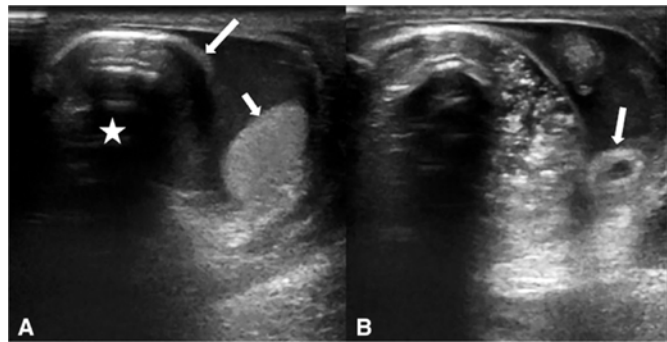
(A) A ultrassonografia revelou a herniação de um segmento do cólon na bolsa testicular (seta longa) e observou artefato aéreo gerado a partir do cólon (asteriscos). Observe a aparência normal do testículo (seta curta). (B) Apêndice vermiforme foi visto na bolsa testicular (seta). O apêndice era normal (não inflamado)⁴.
